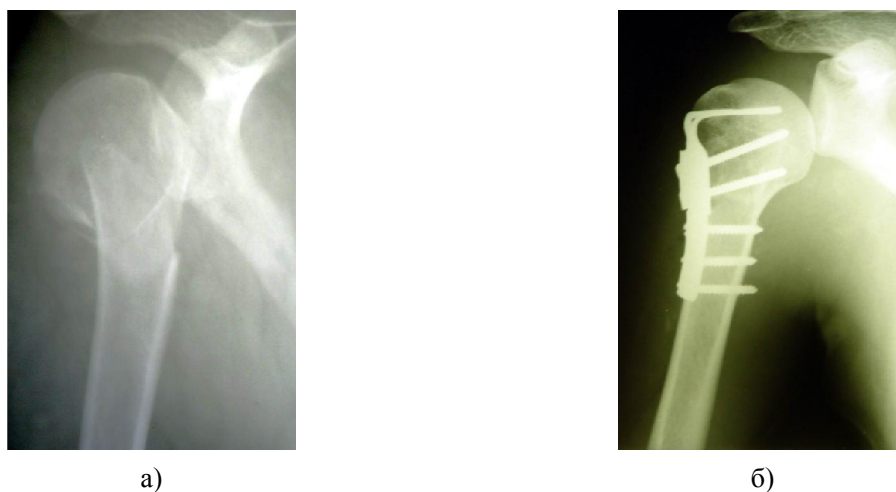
Рентгенограммы больного З., 28 лет с диагнозом: Закрытый оскольчатый абдукционный перелом хирургической шейки плечевой (тип В2 (2) по классификации АО): а – при поступлении; б – после остеосинтеза устройством для наkostного остеосинтеза (авторское свидетельство № 42528)
